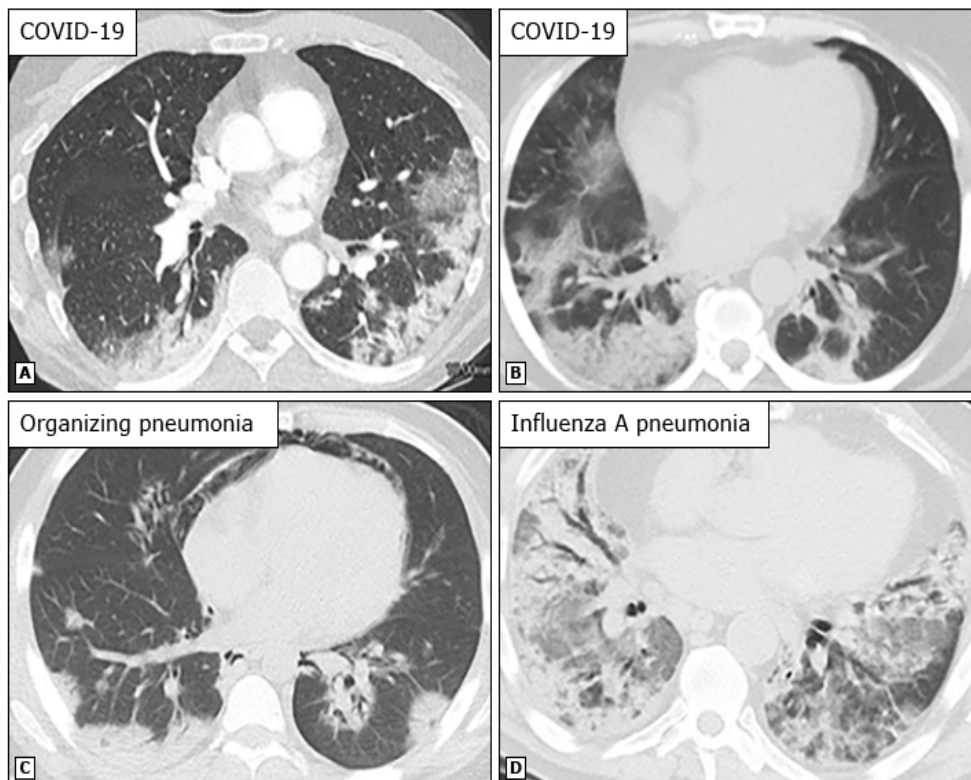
Caratteristiche tipiche dell'imaging TC di COVID-19 e altre malattie con reperti simili. Opacità "ground-glass" e consolidamento posteriore, periferico e arrotondeggiante nelle immagini assiali di quattro pazienti: COVID-19 (A, B), polmonite organizzata secondaria a dermatomiosite (C) e polmonite da influenza A (D).
